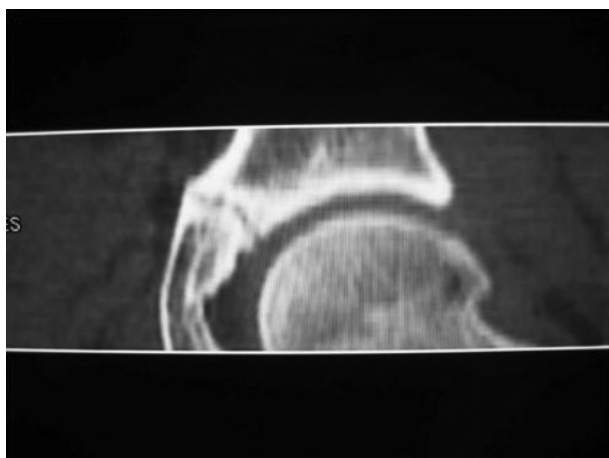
TC de pelvis (2002).
